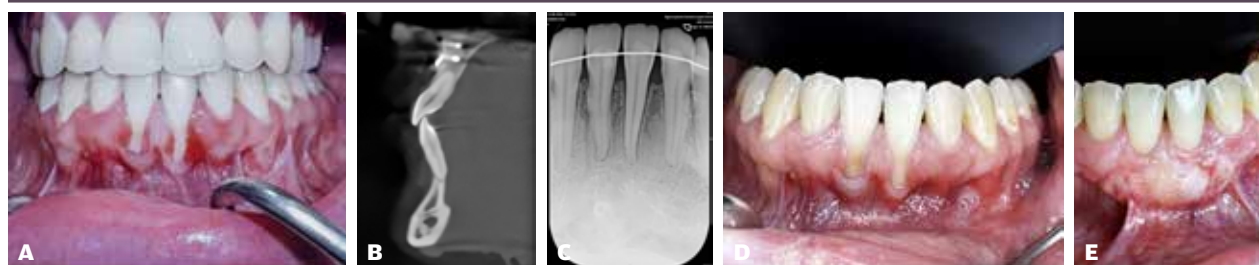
A: 25-årig kvinde med basalt betinget kæbeanomali efter endt kombineret ortodontisk-kirurgisk behandling. Gingivaretraktion regio 1-1, plakstagnation med inflammation til følge og lokalt tyndt gingival fænotype. B: CBCT før bindevævstransplantation. Incisivhældning 1- indenfor det normale, men der noteres fravær af knogle facialt for tanden radiologisk bedømt. C: Enoral røntgen før bindevævstransplantation. Bemærk marginale knogleniveauer regio 21-12. D: Klinisk præsentation før bindevævstransplantation efter gennemført hygiejnefase med fokus på adfærdsudvikling, instruktion og debridement. E: Ni måneders opfølgning efter CAF+SCTG+emalje-matrix-derivat (EMD). Bindevævstransplantat høstet fra ganen.
